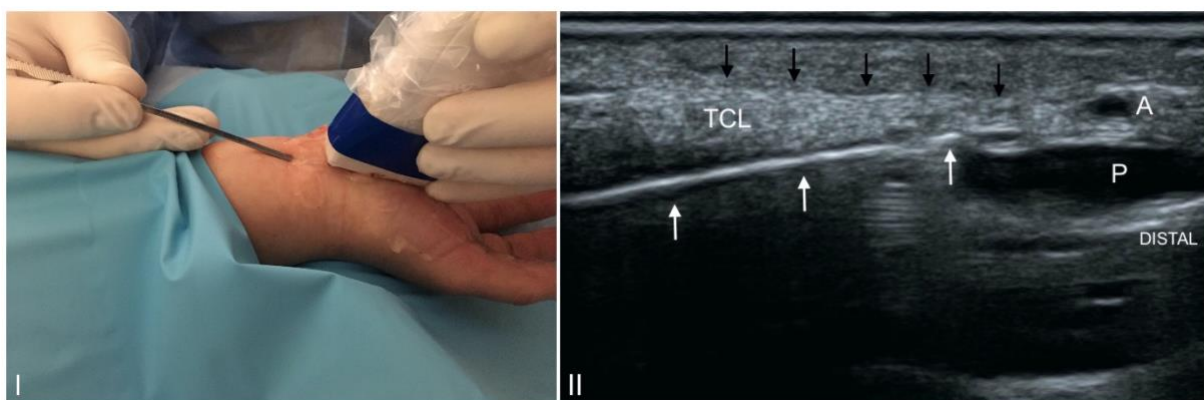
I. Rozwarstwianie płynowe tkanek – hydrodysekcja, widok śródoperacyjny. II. Obraz USG w płaszczyźnie podłużnej, widoczne echo igły pod grzbietową powierzchnią WPN
